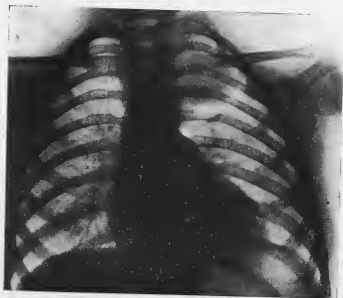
Radiographie avant l'intervention.
